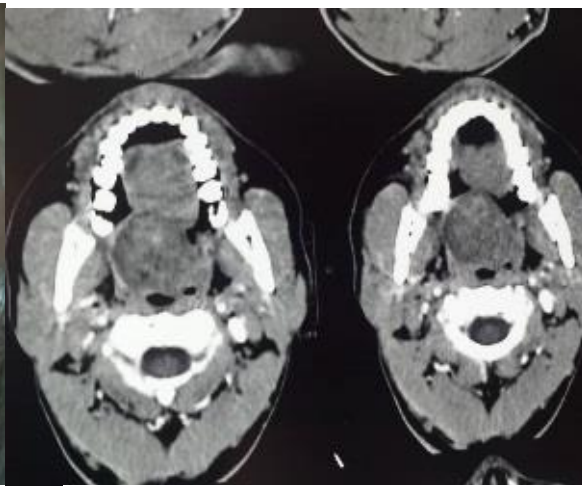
aspect TDM, Coupe coronale
